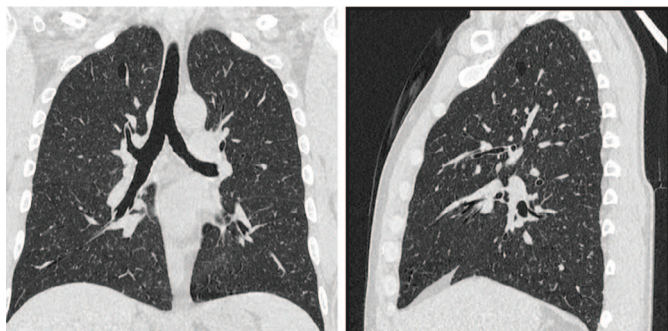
Больной Ж. КТ органов грудной клетки: диссеминированный процесс в легких, киста правого легкого
